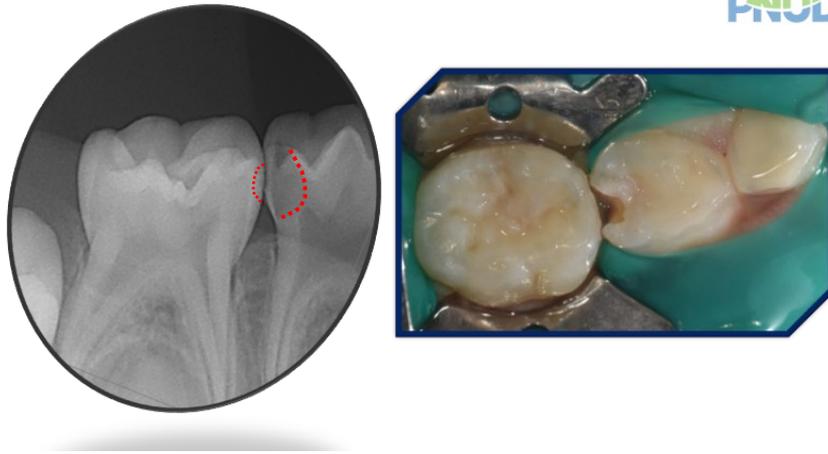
유구치의 인접면 우식 와동 형성시 방사선학적 우식 진행 상태
